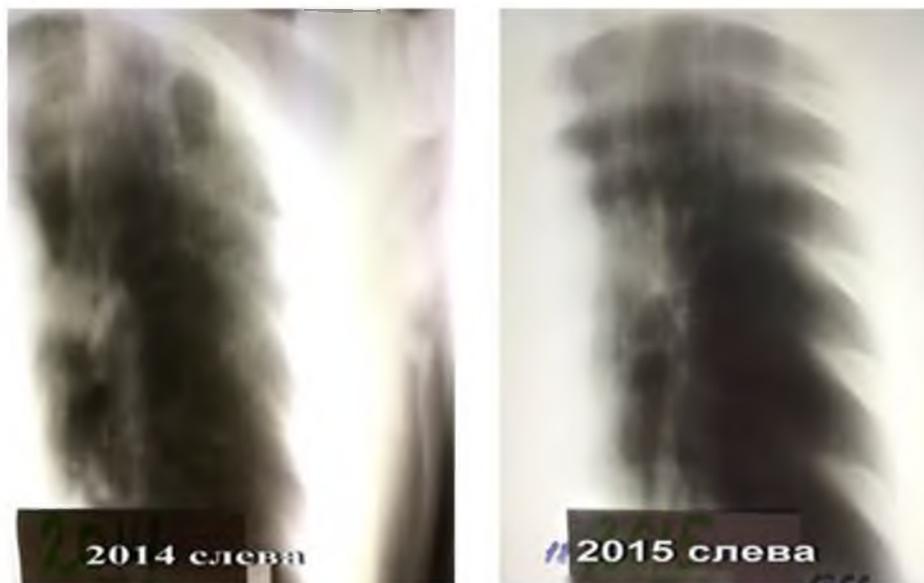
Томограммы верхнего отдела левого легкого 16.12.2014 г. (уменьшение полости распада) и 14.09.15 г. (полное закрытие полости распада)
